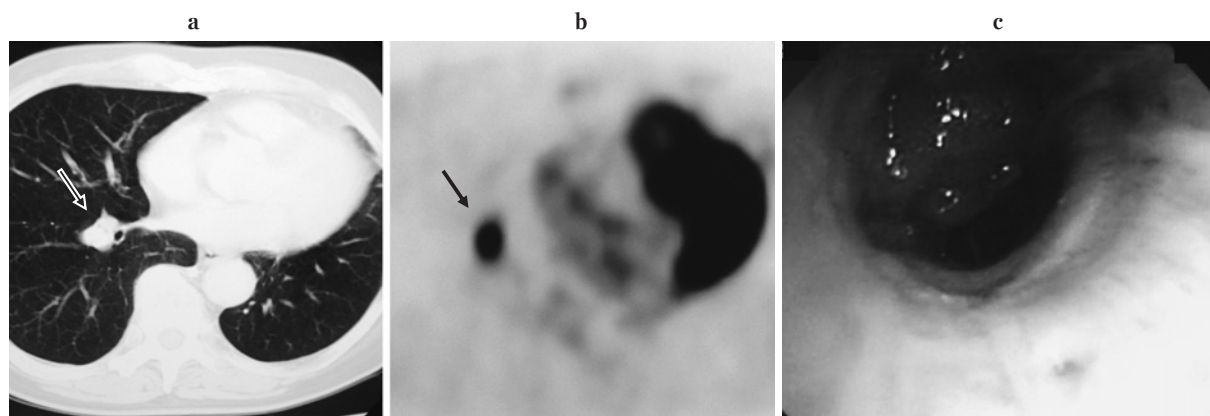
A case of endobronchial recurrence. CT does not detect any lesions although serum CEA was continuously elevated. a: It may be difficult to detect the lesion (arrow) only by CT. b: It is easy to detect abnormal uptake by PET (arrow). c: Endobronchial metastases were confirmed by bronchoscopy.
